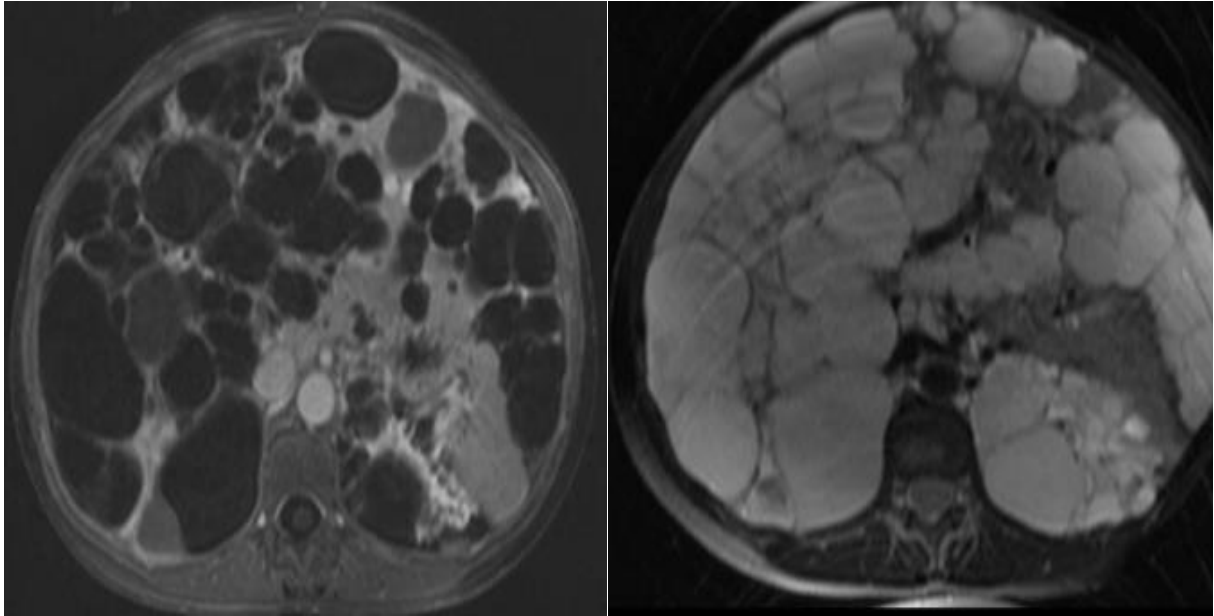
Images d'IRM hépatique en coupe axiale ; avant et après injection du gadolinium montrant un aspect vésiculaire diffus de la polykystose hépato-rénale [51].
